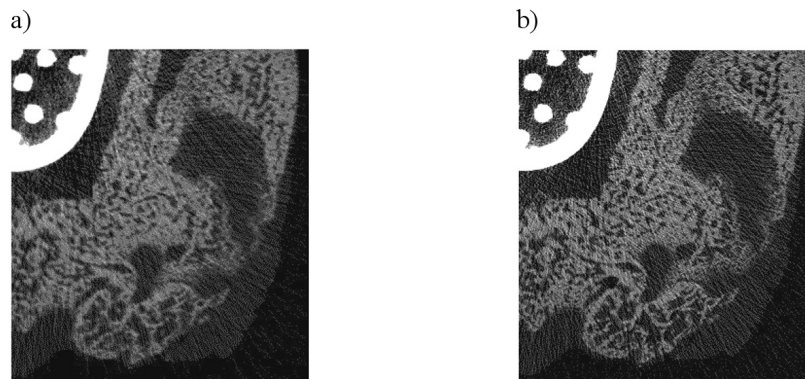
Coupes issues d'un μ CT : a) moyenne résolution et b) haute résolution.
